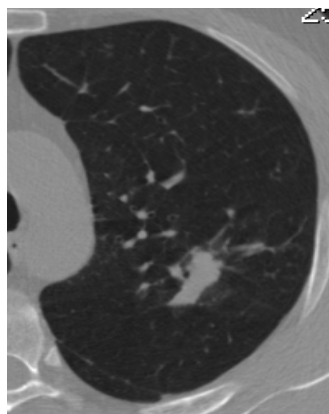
Скан КТ 17.11.2009г.
